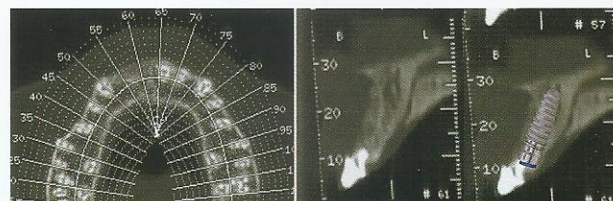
Tomografía computada 6 meses después y planificación del implante.
